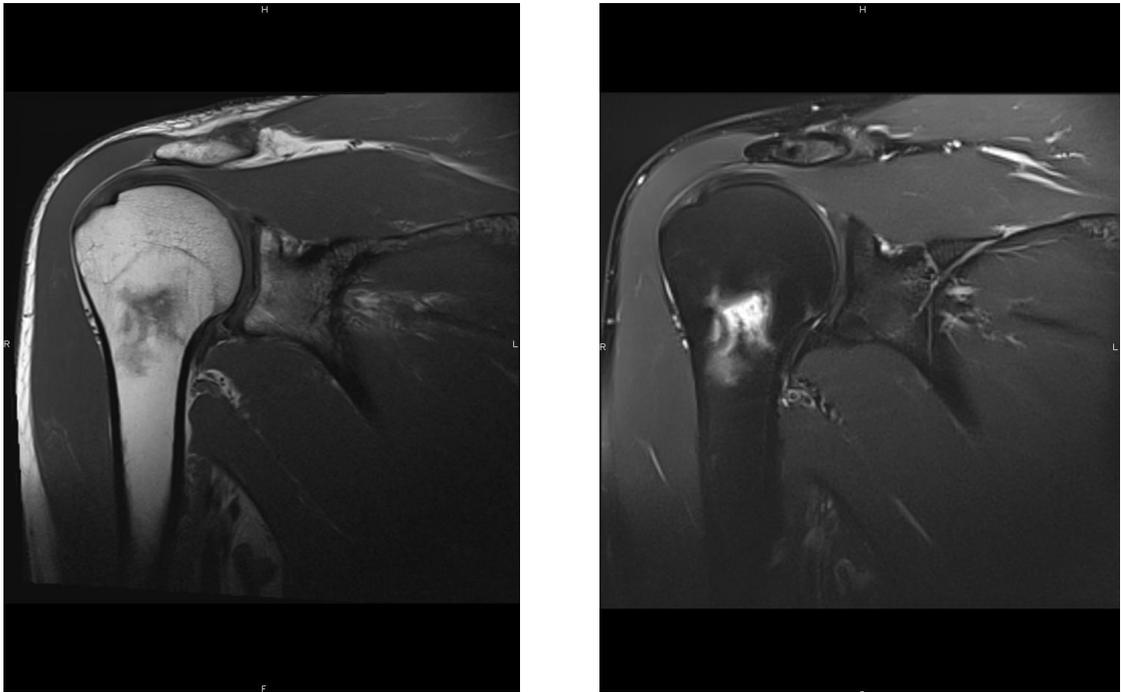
œdème diaphyso-métaphysaire huméral en IRM (phase 1)
